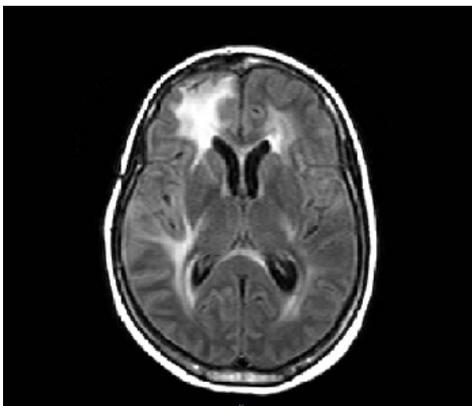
Ressonância nuclear magnética de crânio do paciente 1.
